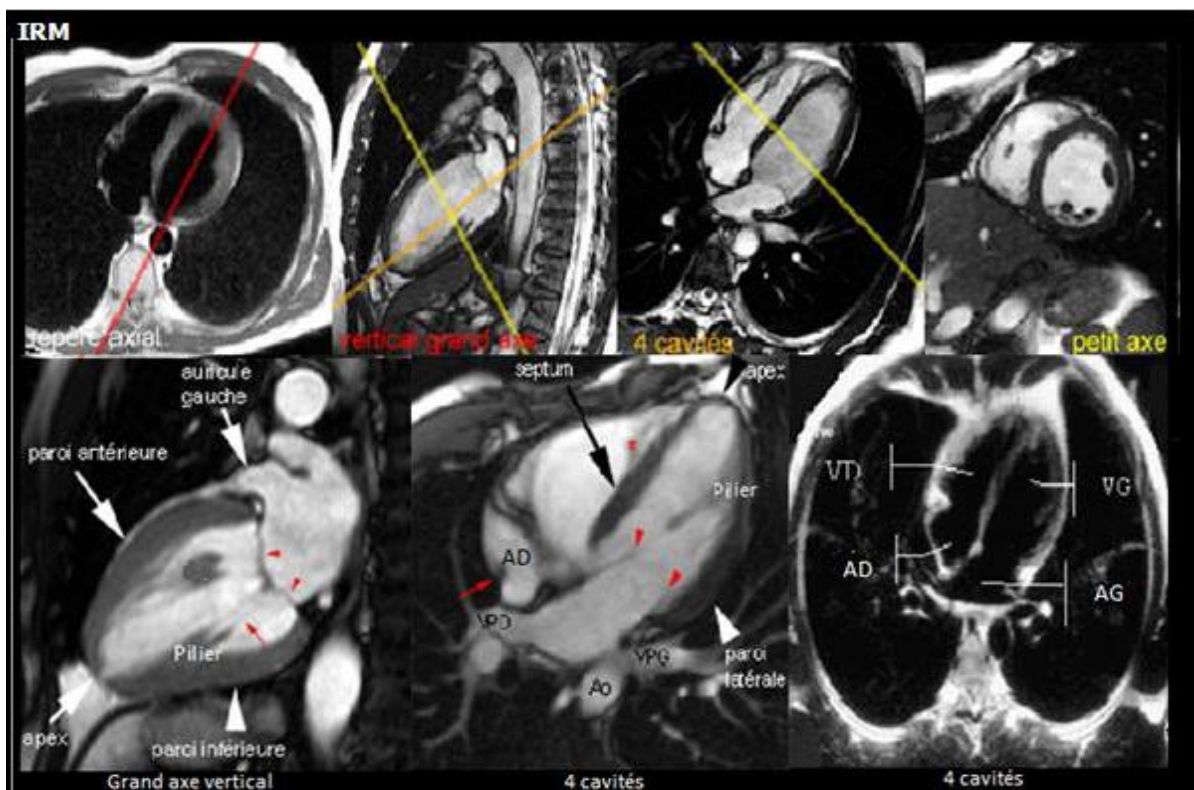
collection des exemples de coupes IRM et TDM
